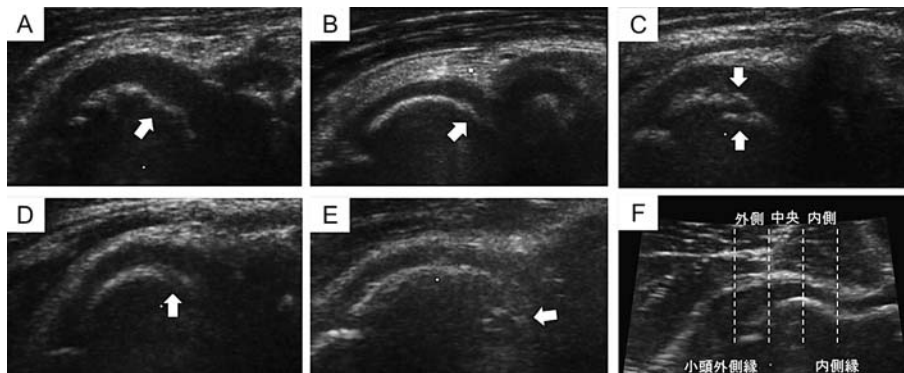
超音波による小頭の異常所見とその位置の評価
